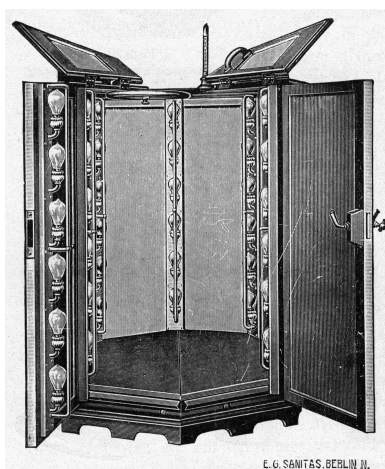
Ein „Glühlichtbad“ nach John Harvey Kellogg. Quelle: Steiner, R. Phototherapie. In: Boruttau, Heinrich und Mann, Ludwig, Hg. Handbuch der gesamten medizinischen Anwendungen der Elektrizität einschliesslich der Röntgenlehre, Band 2, Teil 2, Leipzig: Thieme, 1910, S. 1056
